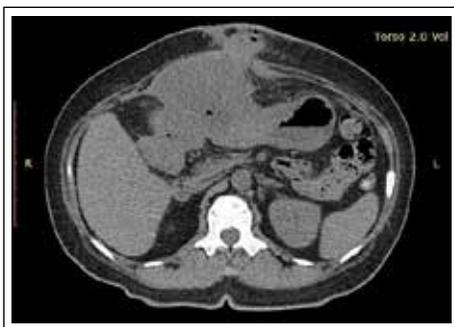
Tomografía axial de abdomen sin contraste donde se evidencia tumoración que compromete colon transverso, antro gástrico y se proyecta hacia pared abdominal infiltrando tejido adyacente. La flecha señala presencia de gas en fístula hacia pared abdominal.
